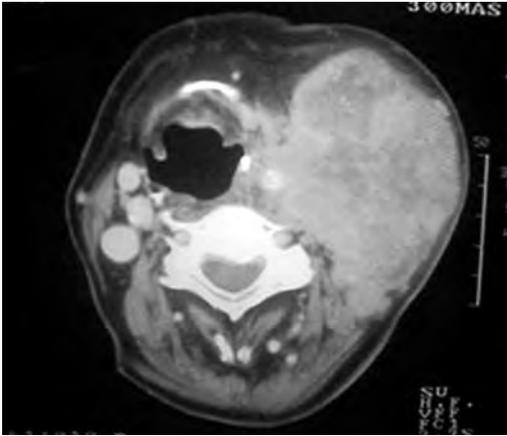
TAC. Gran tumoración de tiroides que compromete la vía aérea
